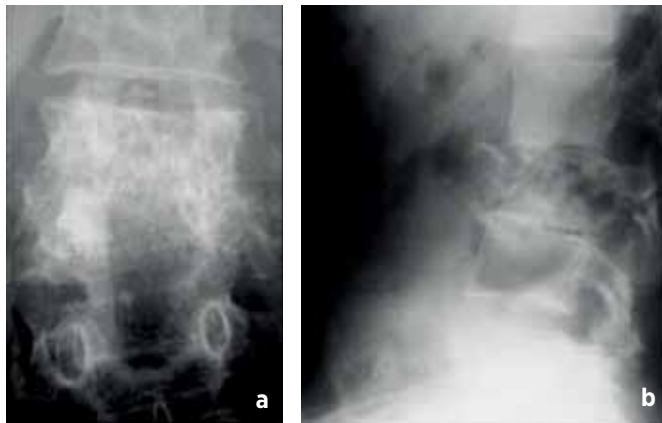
Radiographie du rachis lombaire de face. (a) : aspect de la vertèbre hydatique blanche, de profil. (b) : lésion lytique expansive avec tassement du corps vertébral de L3 et effacement des espaces intervertébraux.
